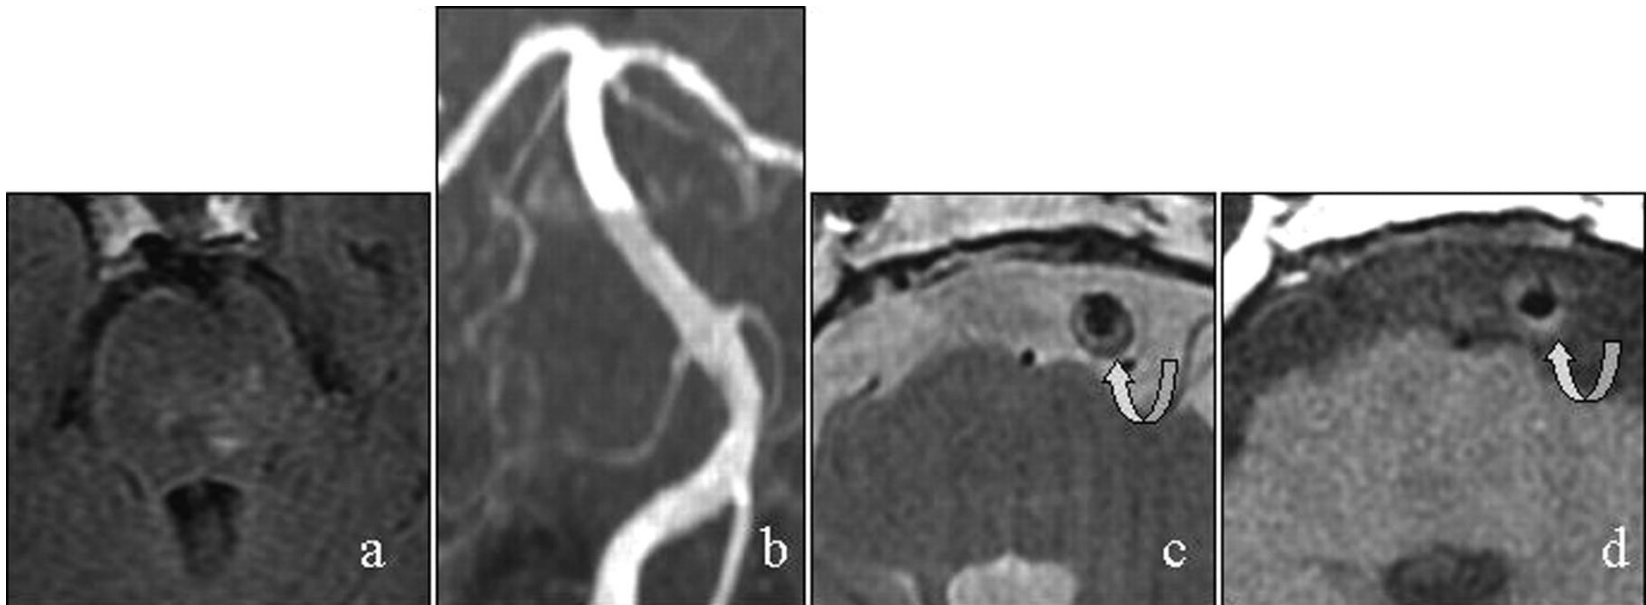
BA HR MRI in SDPI. Bilateral medial SDPI on FLAIR sequence (a) with slight stenosis (<30%) of BA proximal portion suspected on MRA (b).
